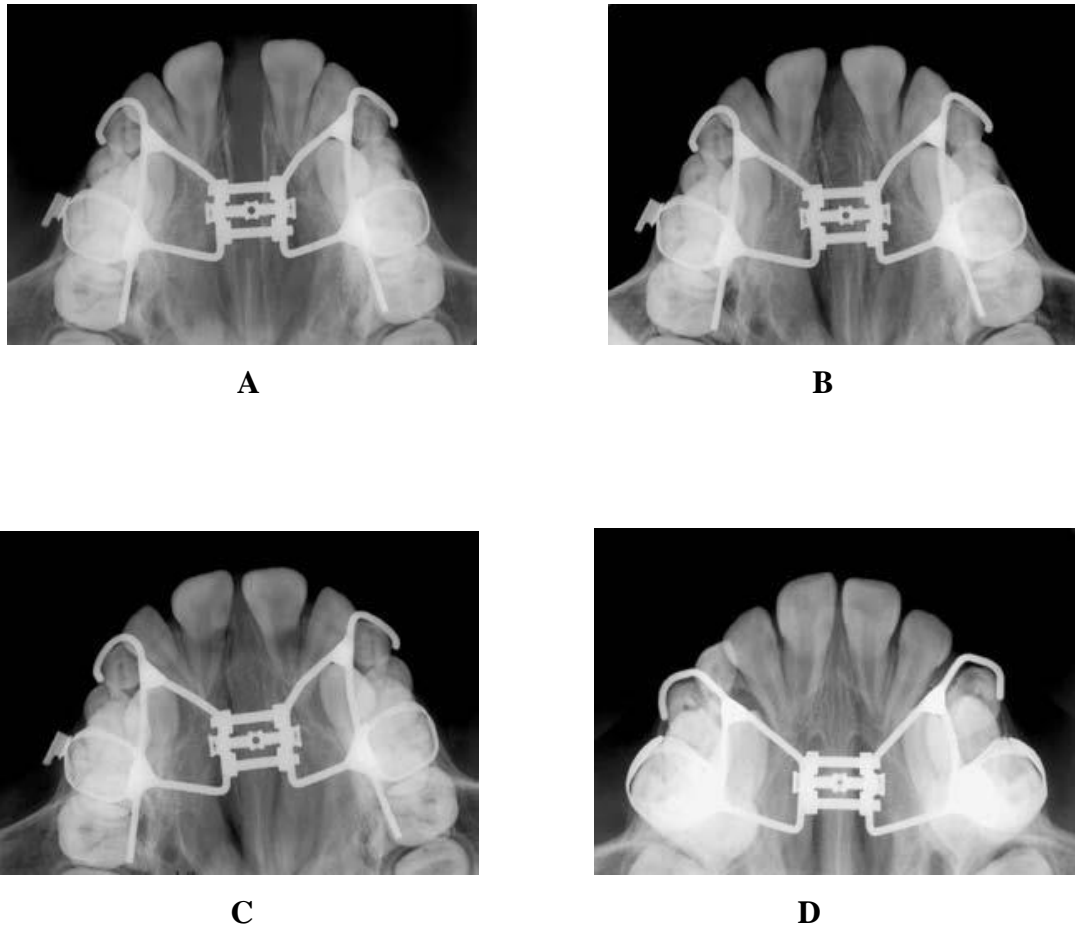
Sequência de radiografias oclusais totais da maxila (Adaptado de Silva Filho, O.G *et al.*2008).
